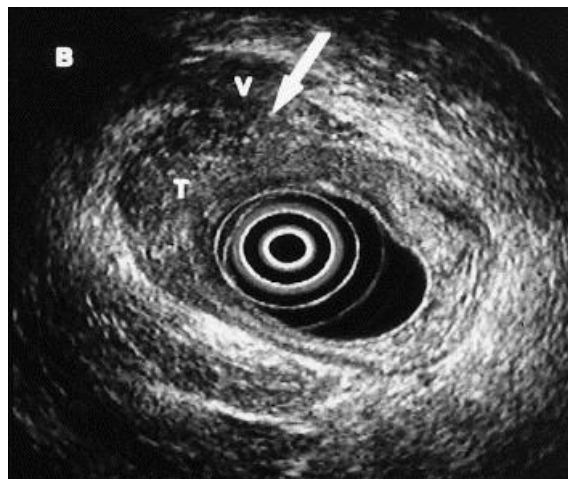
Échographie endorectale : stade uT4. [128]
